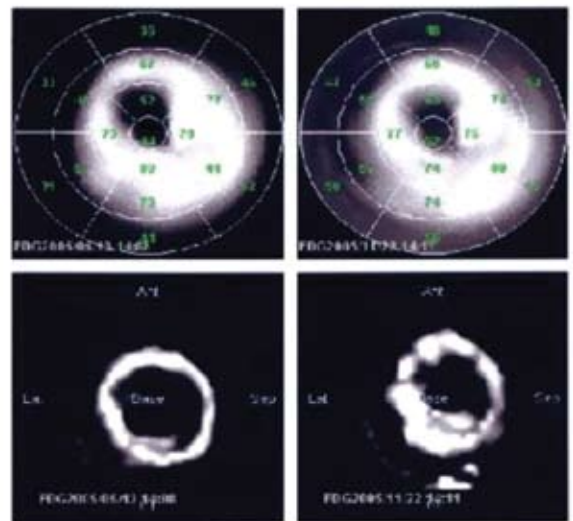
Tomografía por emisión de positrones con radiofármaco fluor-desoxiglucosa (PET-FDG). PET-FDG del 13-05-05 (pre-implante celular): necrosis sin criterios de viabilidad miocárdica en segmentos anteroapical y apical, con viabilidad miocárdica septal anterior medial y septoapical. Isquemia anteromedial. PET-FDG del 22-11-05 (post-implante celular): se observa aparición de viabilidad miocárdica anteroapical (franca mejoría de territorios isquémicos).
